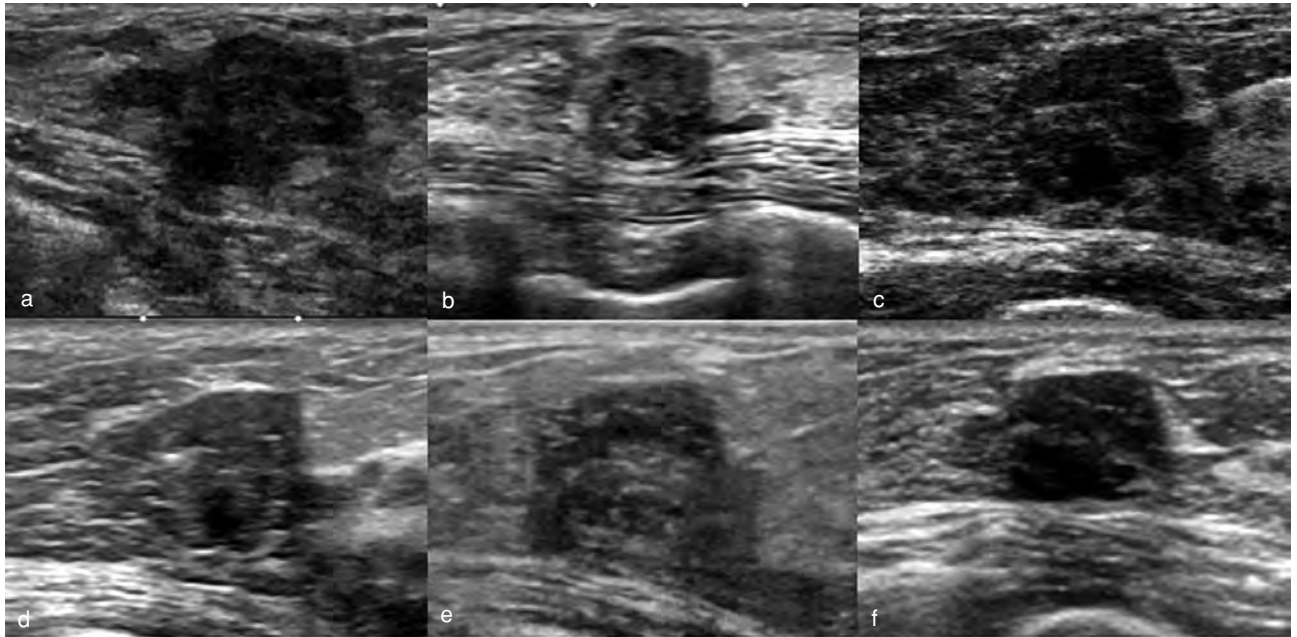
症例1の経過観察における超音波像の経時的変化
